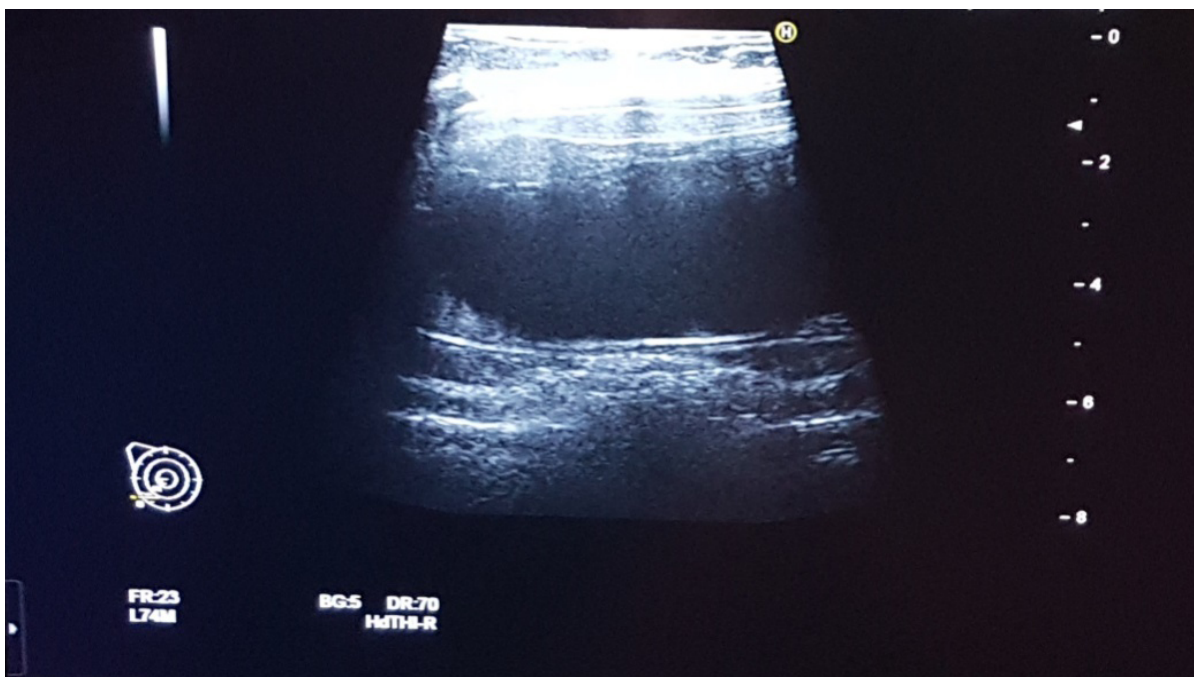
Разрыв импланта по данным УЗИ
